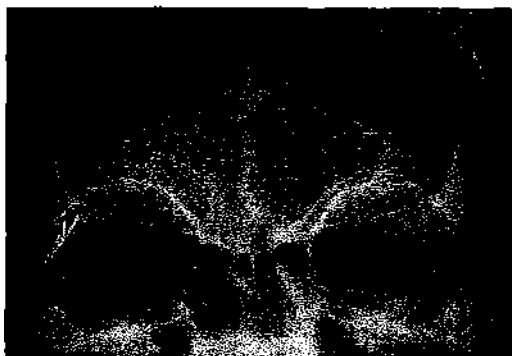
Radiografía del seno frontal.
